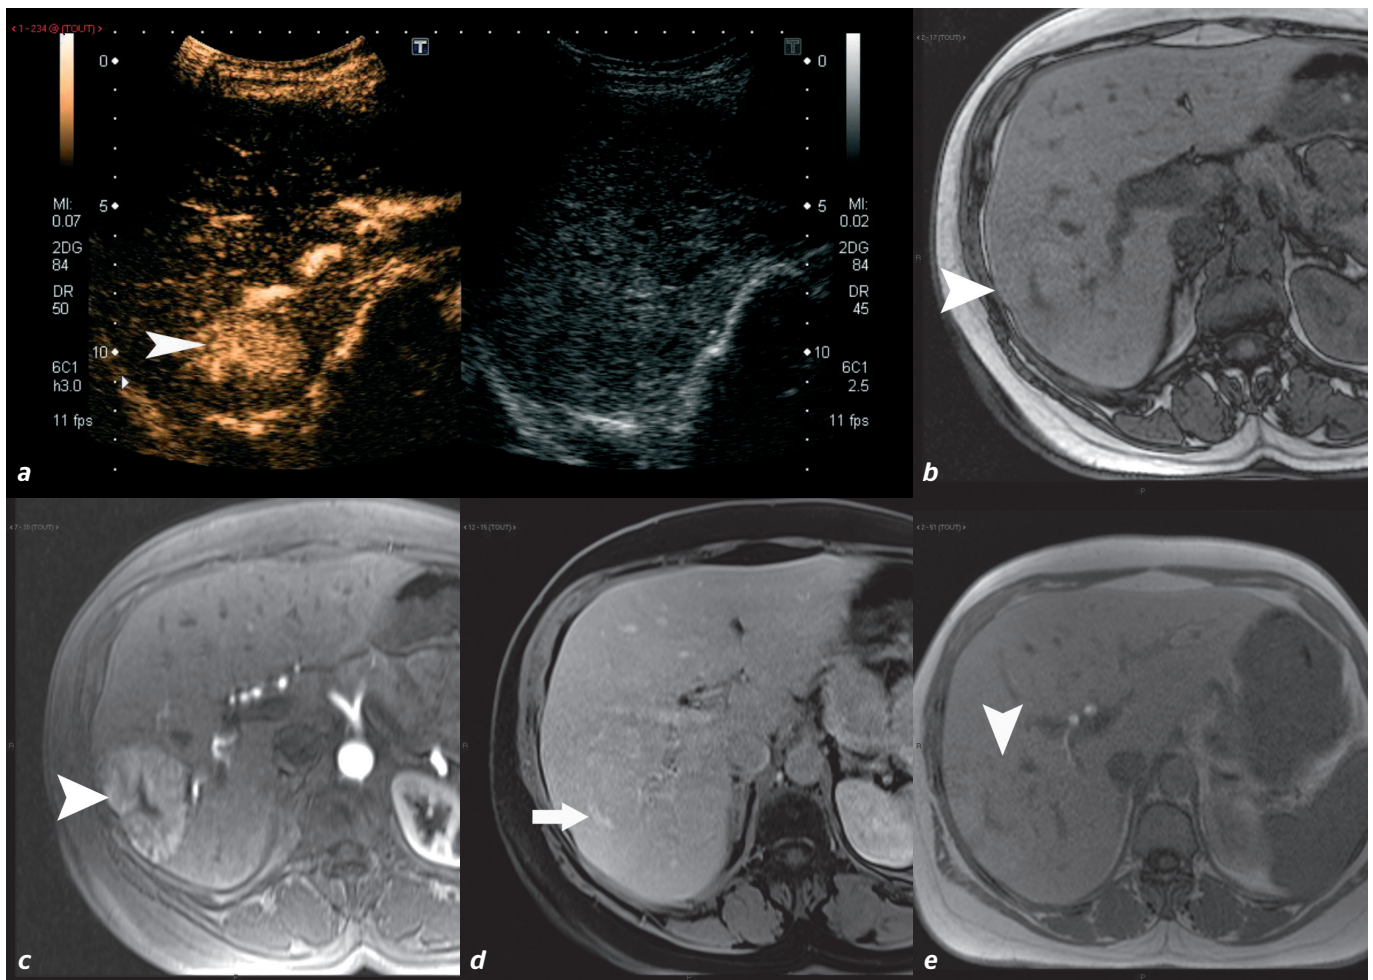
Patiente de 30 ans avec découverte fortuite en échographie d'un nodule hépatique du foie droit. Après injection de produit de contraste, il existe une prise de contraste centrifuge (tête de flèche, Fig. 1a). En IRM, la lésion (tête de flèche) est en isosignal T1 sans injection (Fig. 1b) prenant le contraste de façon intense et homogène en au temps artériel (Fig. 1c) avec un isosignal par rapport au foie adjacent au temps veineux et une prise de contraste de la cicatrice centrale (flèche Fig. 1d). Au temps hépatocytaire, 1 heure après injection de produit de contraste hépatospcifique, le nodule est en isosignal au foie adjacent en T1 (Fig. 1e). Les aspects sont caractéristiques d'une hyperplasie nodulaire focale
